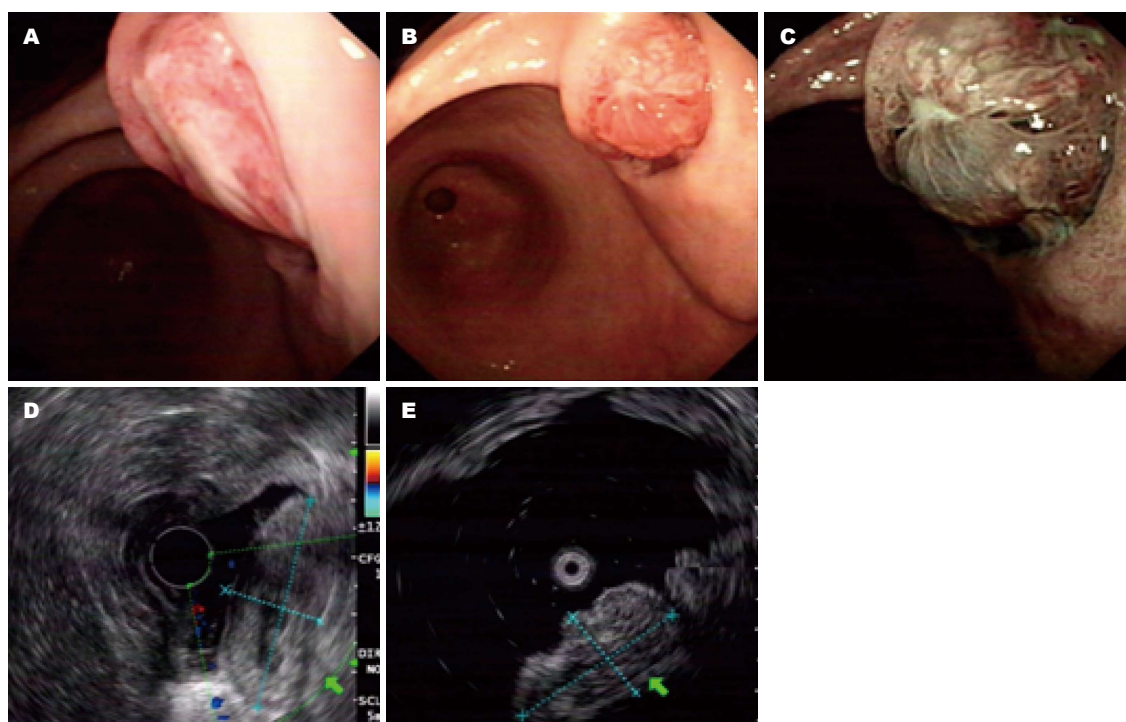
内镜下病灶表现. A: 2012-11-24胃镜表现; B-E: 2012-12-06超声胃镜结果; B: 胃镜直视病灶表现; C: NBI病灶表现; D, E: 超声下病灶表现.
